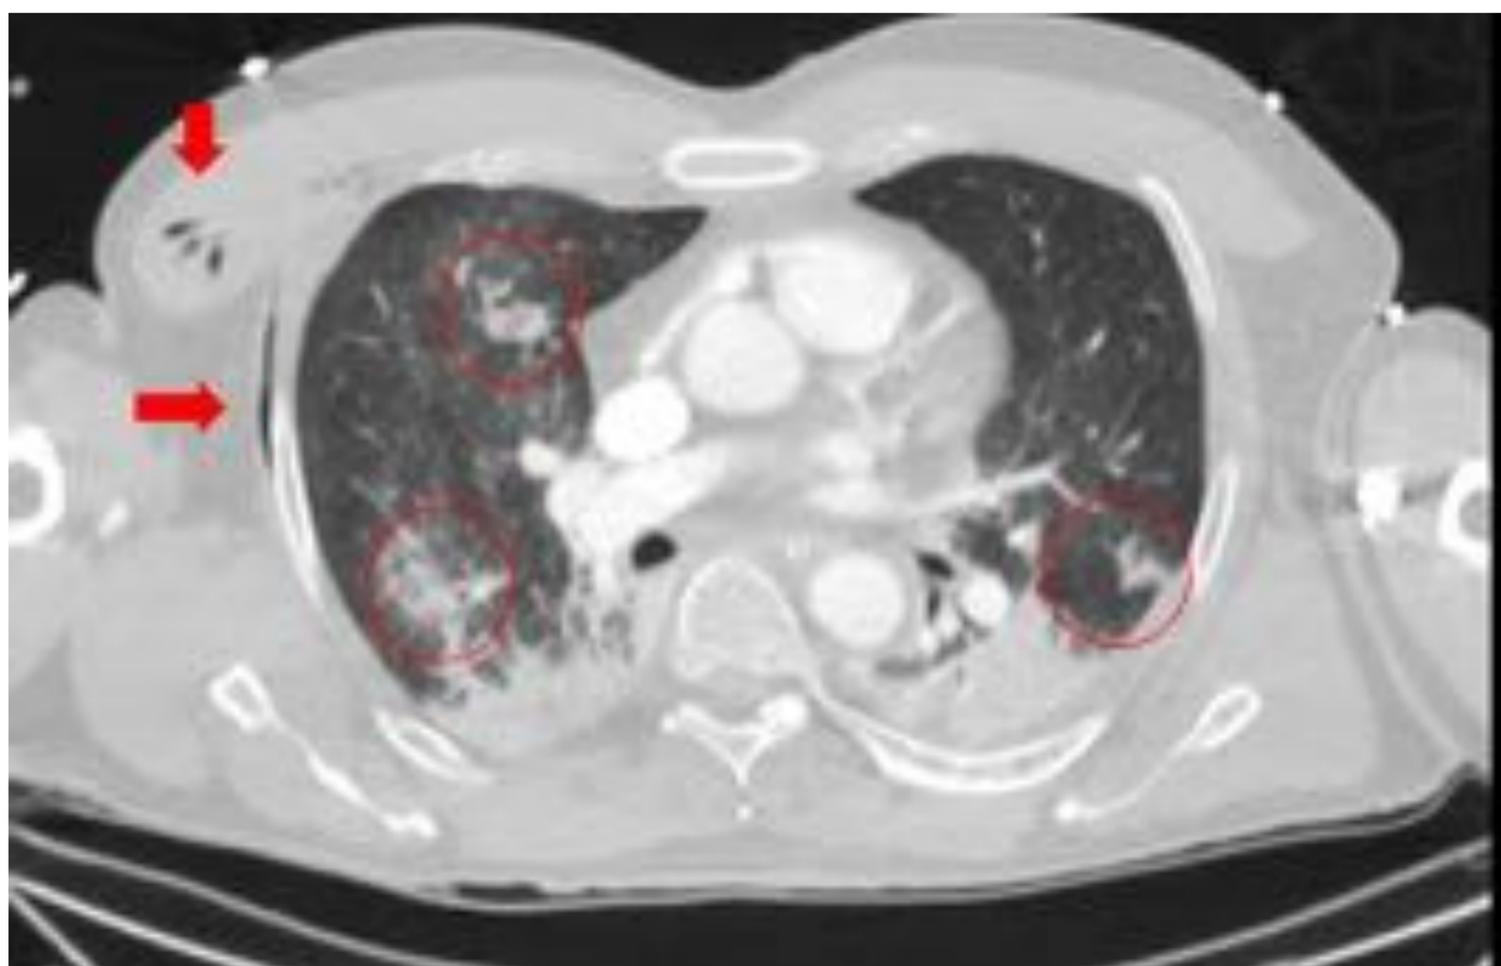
TC torácica en fase arterial. Múltiples consolidaciones pulmonares sugestivas de contusiones (círculos rojos). Enfisema en pared costal derecha y musculatura pectoral ipsilateral (flechas).
